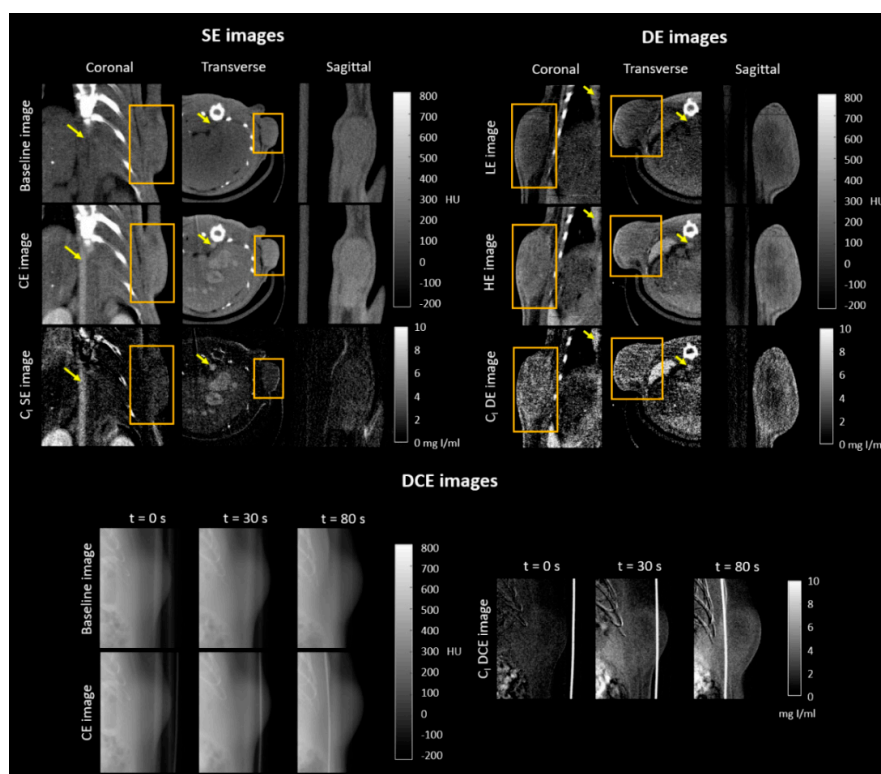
Qualitative evaluation of single-energy (SE) and dual-energy (DE) micro-computed tomography (micro-CT) images and dynamic contrast-enhanced (DCE) planar images of the subcutaneous C6 glioma model. Left upper panel: coronal, transverse, and sagittal views are shown for a baseline image, a contrast-enhanced (CE) image, and the iodine concentration (C_I) SE subtracted image. Right upper panel: coronal, transverse, and sagittal views are shown for a low-energy (LE) image, a high-energy (HE) image, and the C_I DE subtracted image. Abdominal aorta and tumor are indicated by an arrow and square, respectively, in the coronal and transverse views. Only the tumors were depicted in the sagittal views. Bottom panel: Three acquisition times are shown for a baseline planar image, a CE planar image, and the C_I DCE subtracted image. The presence of the catheter used for the administration of the contrast agent was observed in the images.
